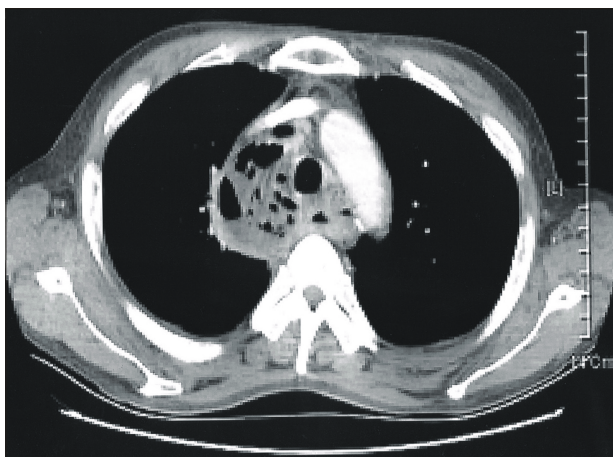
Chest CT. Extensive abscess is noted in the entire mediastinum.
